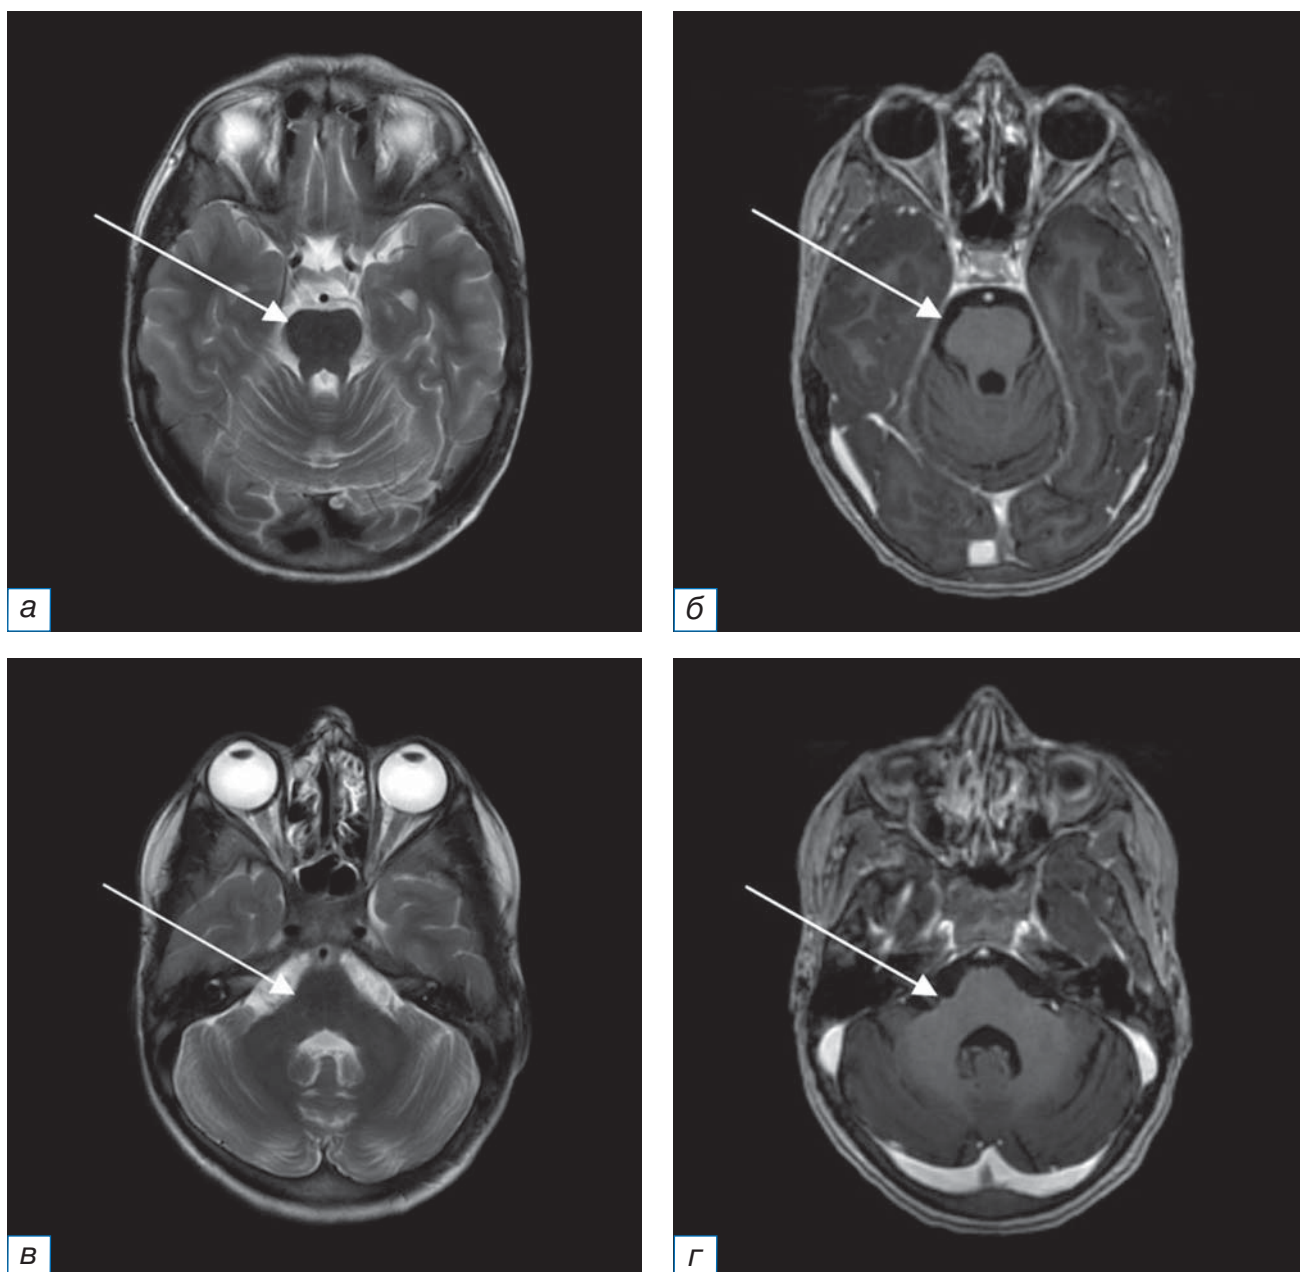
МРТ головного мозга с внутривенным контрастным усилением в аксиальной плоскости от 25.03.2022 на фоне клинического обострения (а, в — режим Т2-ВИ; б, г — режим Т1-ВИ после введения контрастного вещества): по сравнению с данными МРТ от 16.08.2021 отмечается отрицательная динамика в виде увеличения размеров и количества очагов с интенсивным накоплением контрастного вещества (стрелки).
